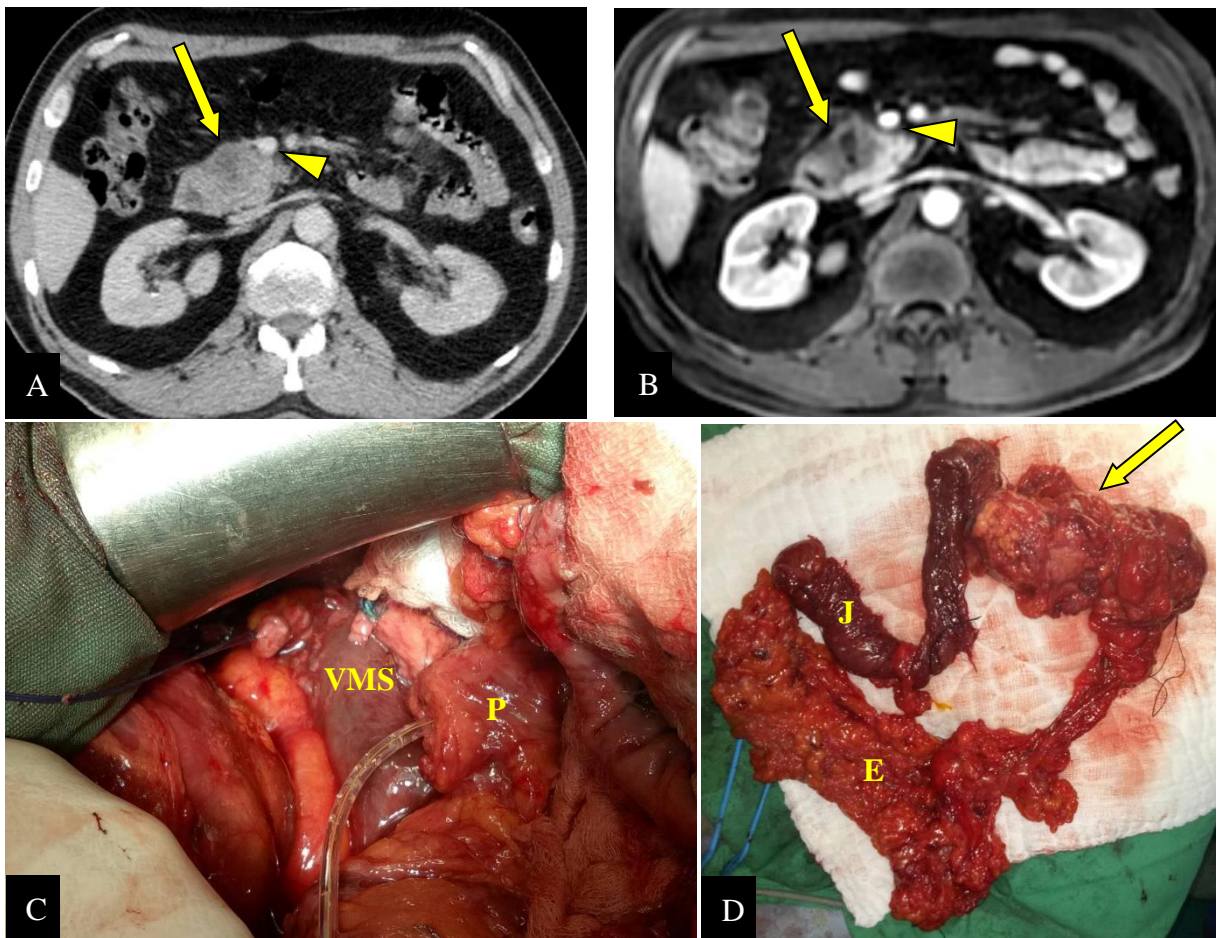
ADPC résecable chez un homme de 61 ans opéré. Masse pancréatique céphalique (flèches longues) sur la TDM (A) et l'IRM (B) au temps portal, arrivant au contact de la veine mésentérique supérieure (VMS) avec un plan graisseux de clivage mieux visible à l'IRM (têtes de la flèche). DPC (C) avec VMS libre et corps du pancréas (P) respecté. (D) Pièce opératoire. (J) : première anse jéjunale, (E) : tablier épiploïque.
